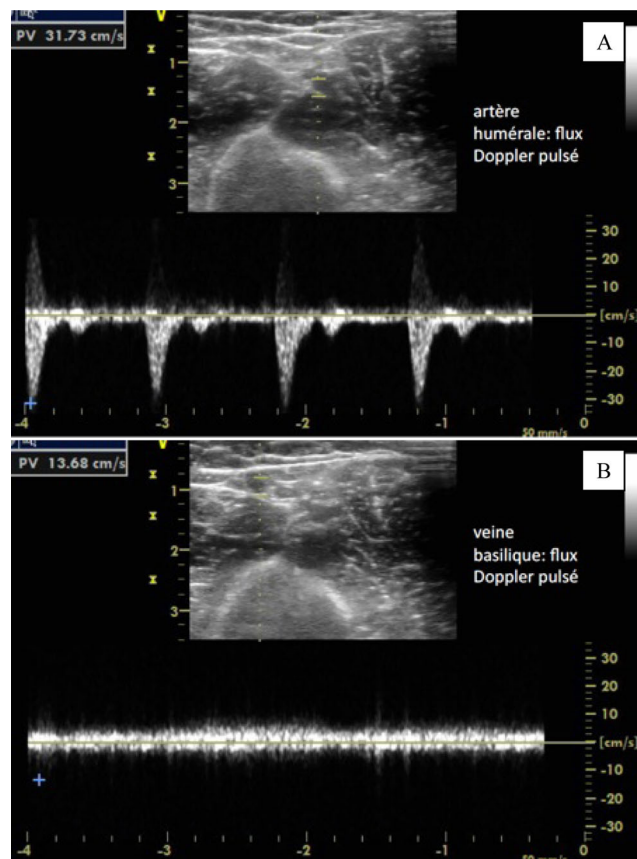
A et B : vaisseaux du bras en doppler pulsé
